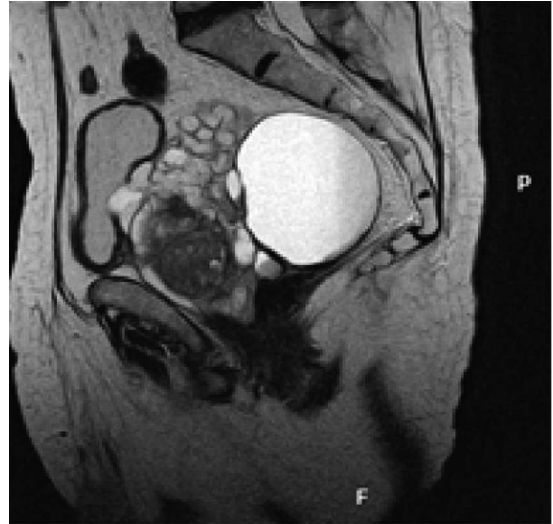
T2 sagital RMN.
